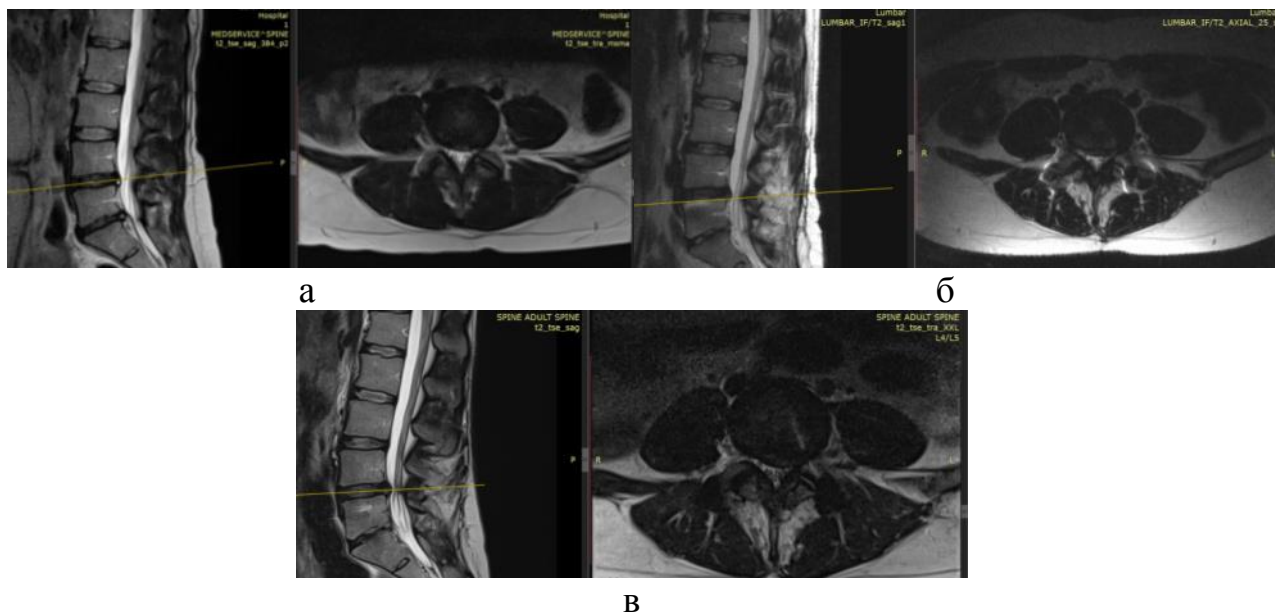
Фотовідбитки МРТ хворої К. 34 роки, історія хвороби № 100645, а) до операції, рівень $L_{IV}-L_V$; б) через 6 міс. після операції, рівень $L_{IV}-L_V$; в) МРТ через 12 міс. після операції, рівень $L_{IV}-L_V$. Через рік після хірургічного лікування значно погіршився стан міжхребцевого диска на рівні $L_{IV}-L_V$
